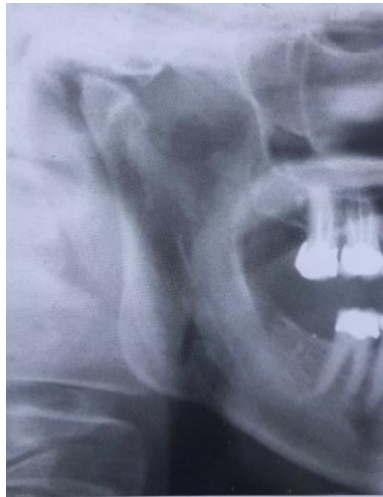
Radiografía donde se puede observar la destrucción ósea que ha sufrido el cóndilo y la fosa mandibular por osteoartritis
